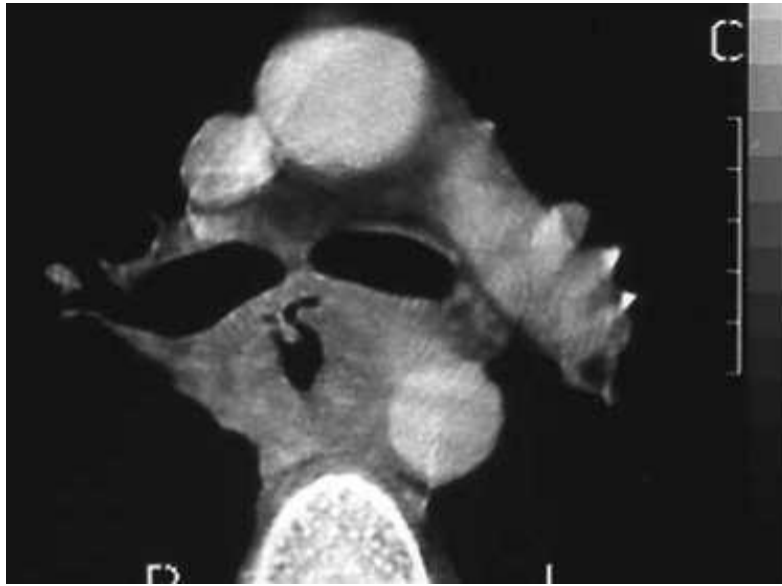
TDM abdominale : recouvrement de l'aorte par une tumeur œsophagienne [72]
